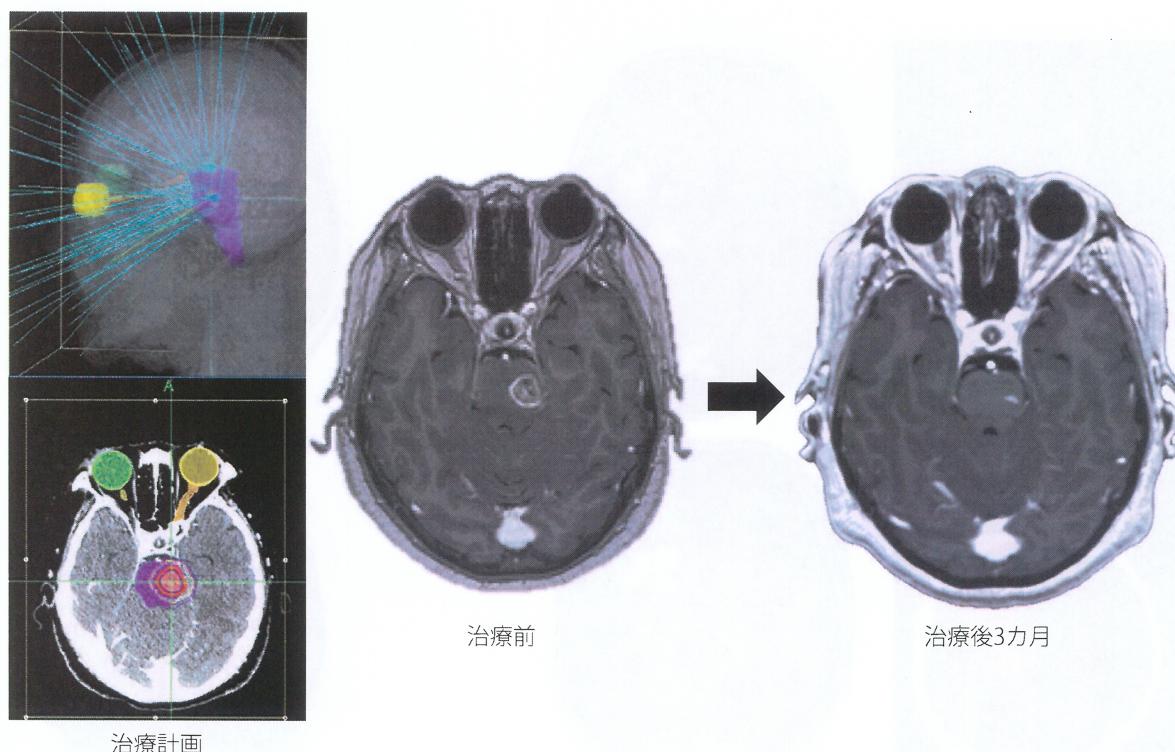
転移性脳幹部腫瘍に対するサイバーナイフ治療(頭部MRI: 造影T1強調画像)
